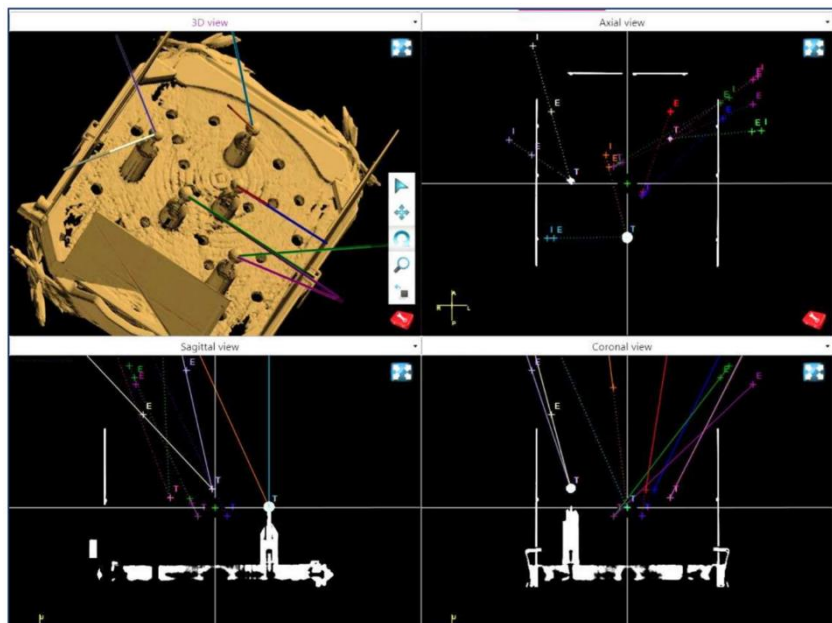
Ausschnitt aus der Planungssoftware (Darstellung des Phantoms im CT, mit den Trajektorien farbig hineinprojiziert). E ist der jeweilige Ursprung der Trajektorie, T der Zielpunkt Anmerkung: Das Bild oben links ist sich als gespiegelt vorzustellen.
